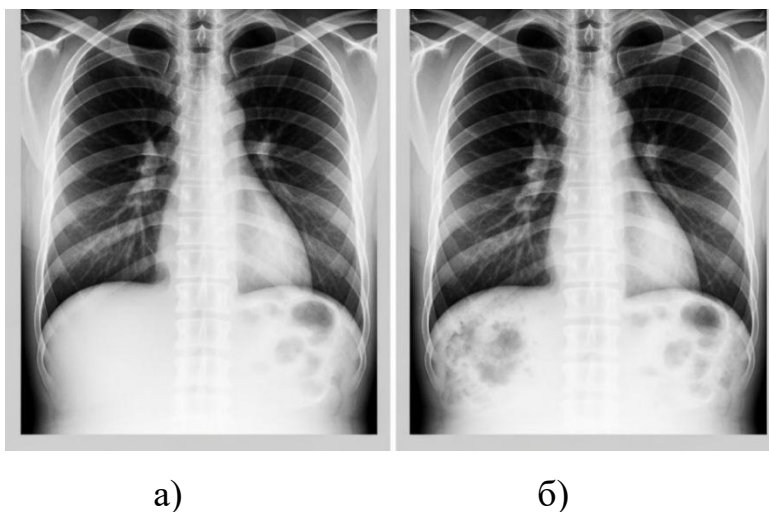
Порівняння класів у датасеті Chest X-Ray Images: а) клас «Норма», б) клас «Пневмонія»
